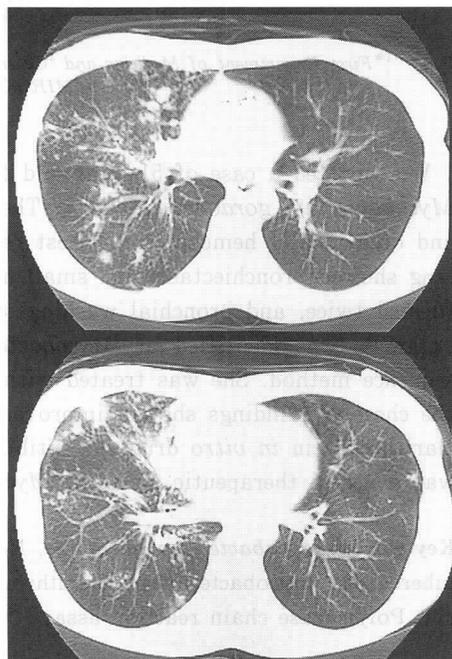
Chest CT finding before therapy
